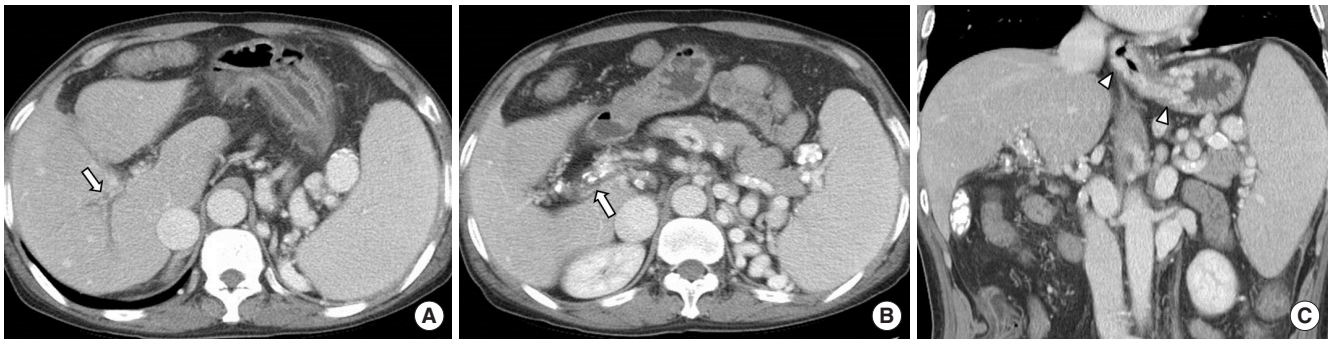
Chronic portal vein thrombosis in 60-year-old man. (A, B) Contrast-enhanced computed tomography images show small hypoattenuating portal vein with cavernous transformation at the hepatic hilum and extension around the intrahepatic portal veins (arrows). Calcifications around the portal vein and hypertrophy of the central liver with peripheral atrophic change are also noted, suggestive of chronic change. (C) Coronal reformation image shows splenomegaly and portosystemic collateral veins with gastroesophageal varices (arrowheads), suggestive of the portal hypertension.
